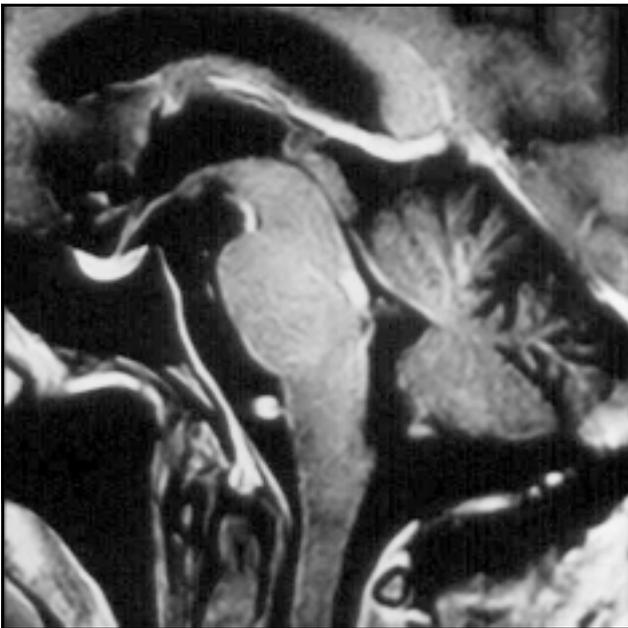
Caso 2. IRM postoperatoria: resección completa de la malformación.
